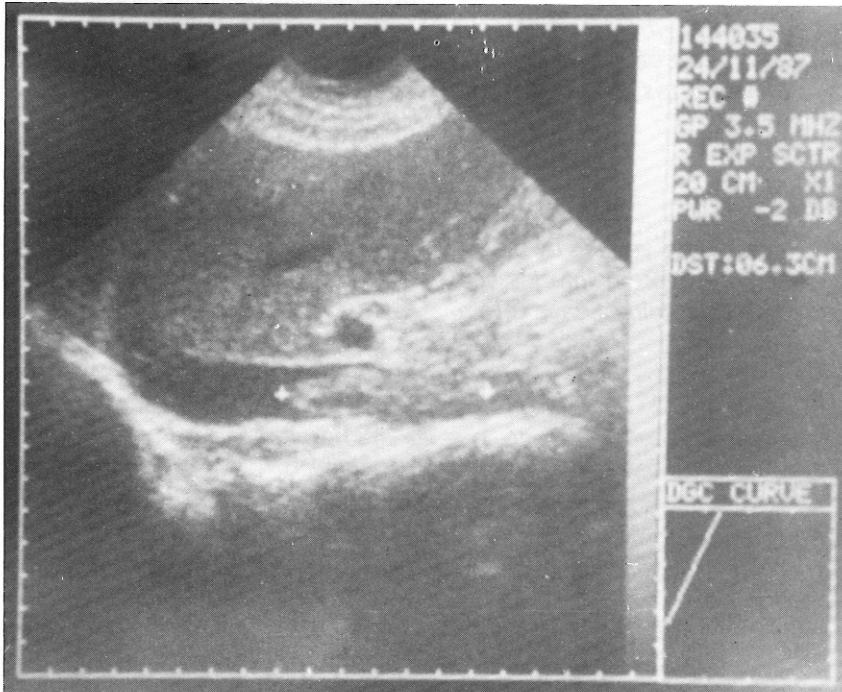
Ecografía: Trombo «flotante» de 6,3 cm en vena cava inferior (corte longitudinal).
